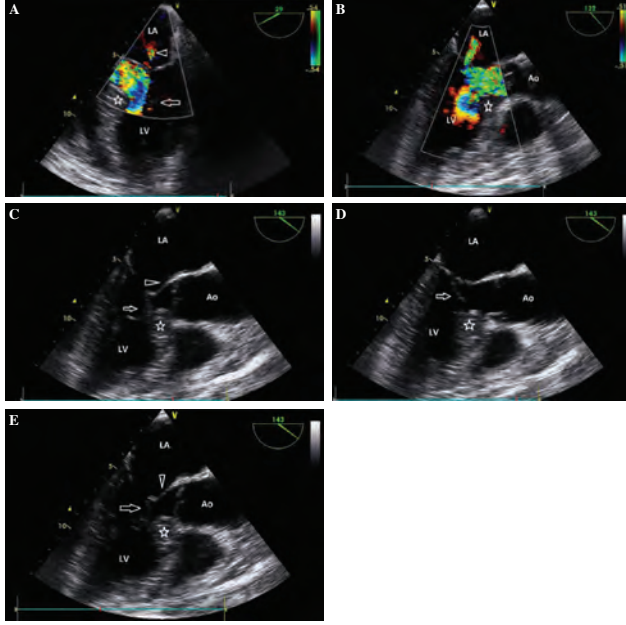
Simultaneous multiplane transesophageal echocardiographic image display at mid-esophageal level. (A) Image orientation at transducer angle 29° displays AV and LV outflow tract. The arrow indicates the elongated chordae tendinae producing LV obstruction during ventricular ejection with mosaic pattern of blood flow recorded by color Doppler. The arrow head indicates the mitral regurgitation flow recorded by color Doppler. The star indicates the septal hypertrophy. (B) Image orientation at transducer angle 132° displays AV and LV outflow tract with blood turbulence in LVOT, and mitral regurgitation flow recorded by color Doppler. (C) Image orientation at transducer angle 143° displays AV and LV outflow tract. The arrow indicates the elongated chordae tendinae producing LV obstruction during ventricular ejection. The arrow head indicates the anterior mitral valve leaflet. The star indicates the septal hypertrophy. (D) Image orientation at transducer angle 143° displays AV and LV outflow tract. The arrow indicates the displaced chordae tendinae into LVOT during ventricular ejection. The star indicates the septal hypertrophy. (E) Image orientation at transducer angle 143° displays AV and LV outflow tract. The arrow indicates the displaced chordae tendinae into LVOT during ventricular ejection. The arrow head indicates anterior mitral valve leaflet. The star indicates the septal hypertrophy.
